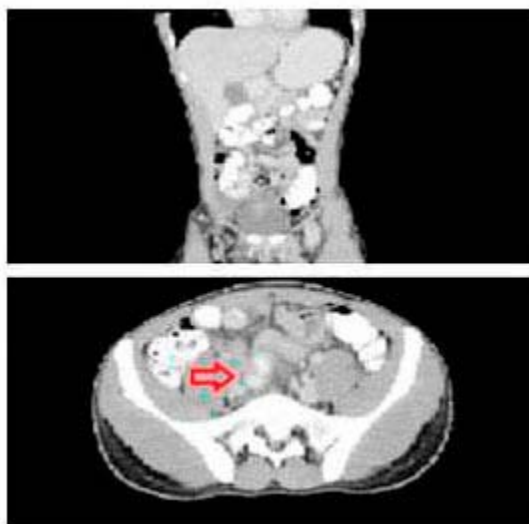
TAC de abdomen y pelvis que muestra engrosamiento anormal de un asa ileal con posible presencia de un DM. Existen varias zonas de neumoperitoneo que sugieren una perforación del asa intestinal engrosada.⁽²⁸⁾ Citado bajo la licencia CC BY-NC-ND license.
